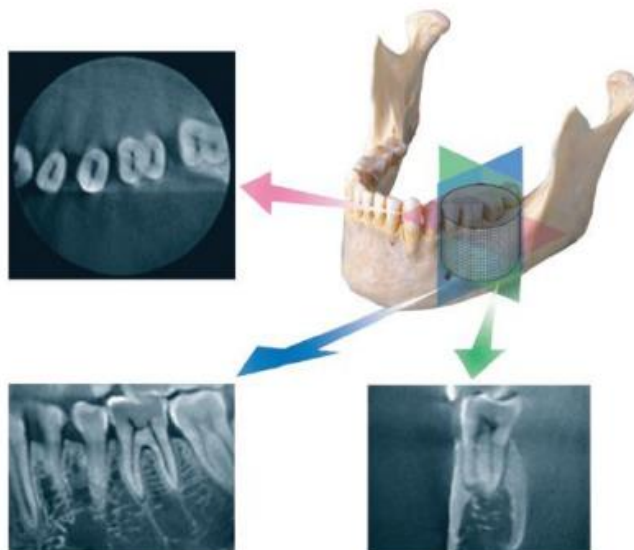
Planos axiales, sagitales y coronales que se consiguen en una tomografía volumétrica de haz cónico<sup>2</sup>.
